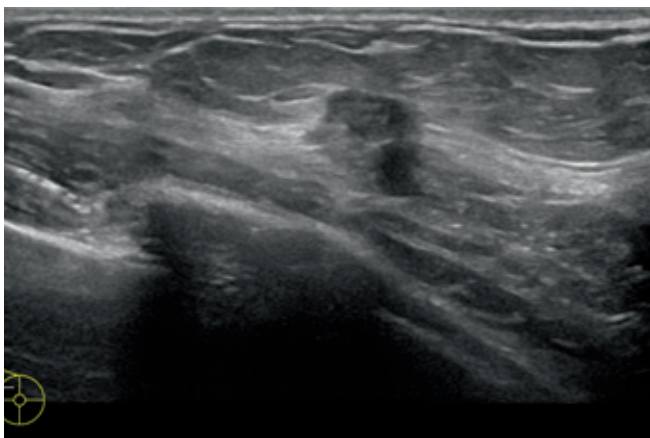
Mammasonografie rechts oben aussen, Schwester 2
